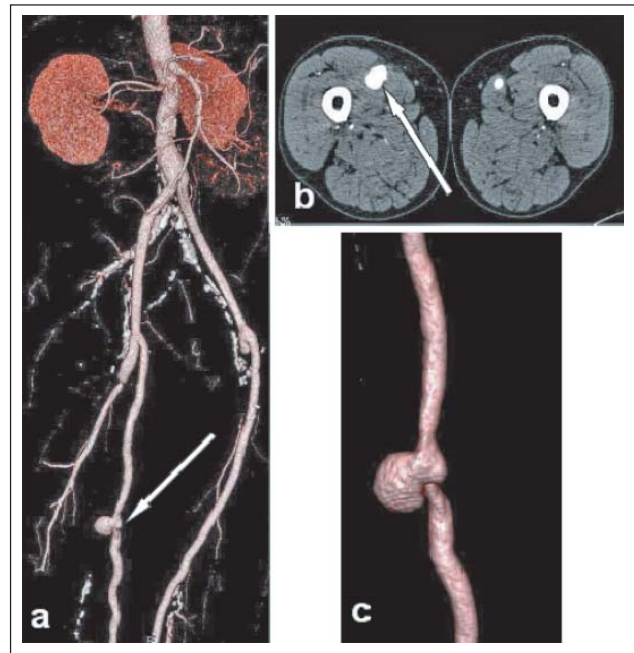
Kontrastmittelverstärkte CT-Angiographie. (a): Übersicht nach mehrfacher gefäßchirurgischer Rekonstruktion aorto-bi-pro-fundal und beidseits femoro-popliteal („volume rendering technique“, VRT), anastomosenferne, gedeckte Bypass-Ruptur mit Pseudoaneurysma rechts (Pfeil); (b): kontrastmittelverstärkte CT-Angiographie (Transversal-Schnitt) des pulsierenden Hämatoms rechts (Pfeil); (c): Aneurysma spurium nach semizirkulärer gedeckter Bypass-Ruptur rechts (VRT).
